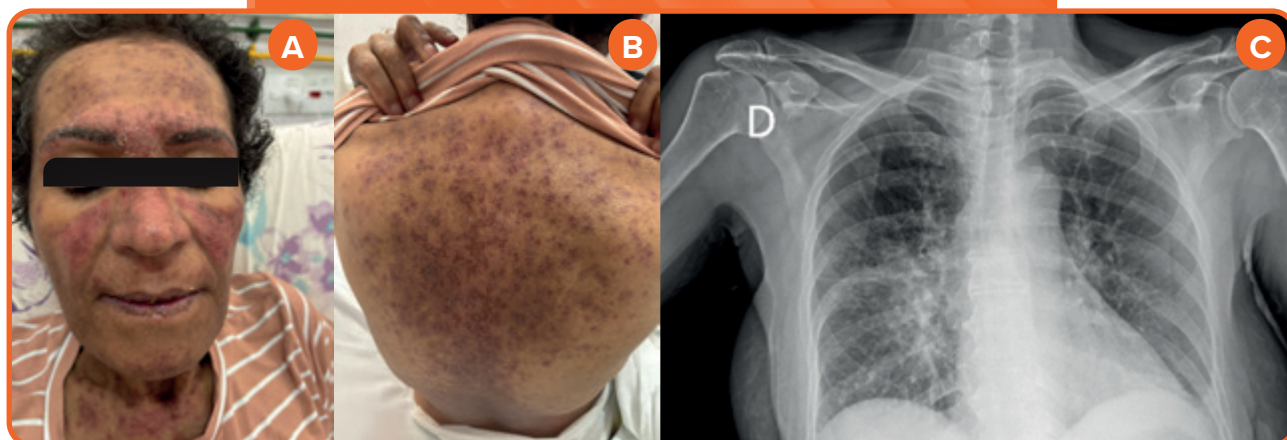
(A e B) Rash malar e lesões eritematodescamativas em face e tronco, compatíveis com atividade cutânea do LES. (C) Radiografia de tórax evidenciando opacidades pulmonares bilaterais de padrão interstício-alveolar, predominantes no pulmão direito, com acometimento peri-hilar e dos campos pulmonares médio e inferior direitos.
